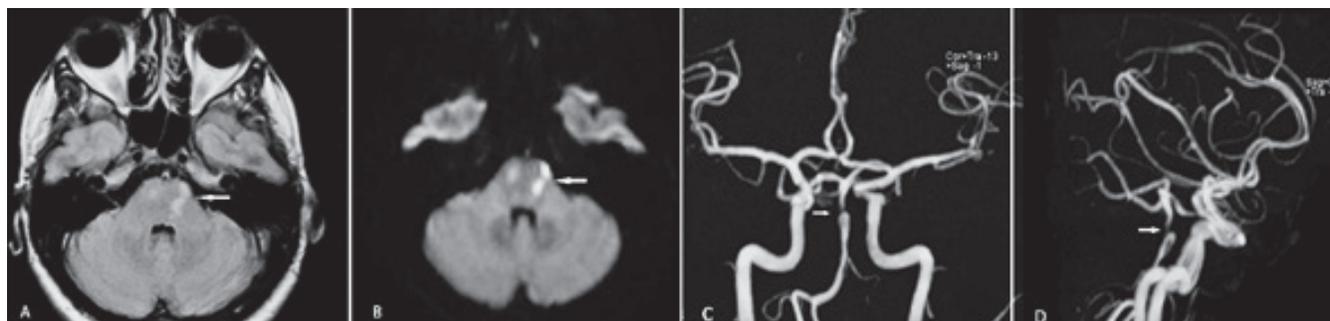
IRM de cerebro con angiografía. A. Pequeña imagen hiperintensa en FLAIR que compromete porción lateral izquierda de protuberancia (flecha blanca). B. Secuencia de difusión en la que se observa restricción tisular por lesión isquémica aguda (flecha blanca). C y D. Angiorresonancia vista AP y lateral derecha, estenosis crítica de la basilar con dilatación aneurismática asociada (flechas blancas).
